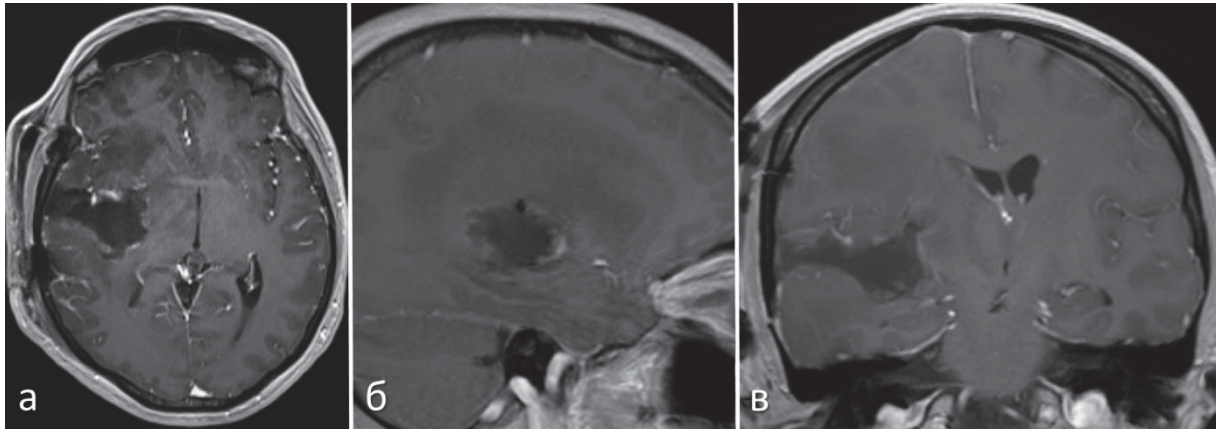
МРТ головного мозга пациентки после удаления глиобластомы (grade 4) правых височной и островковой долей в T1-последовательности с контрастированием: а – аксиальная проекция; б – сагиттальная проекция; в – коронарная проекция
